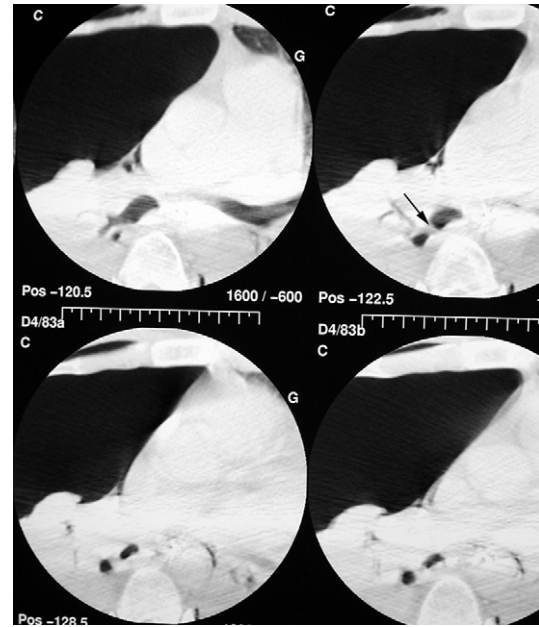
Rupture traumatique du tronc bronchique intermédiaire avec visualisation d'une solution de continuité (flèche) avec atélectasie parenchymateuse sous-jacente. Coupes TDM en fenêtre parenchymateuse.
